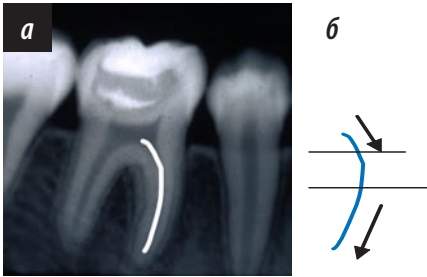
«Проект» корневого канала: а — рисунок на рентгенограмме; б — направление введения инструментов в корневой канал
